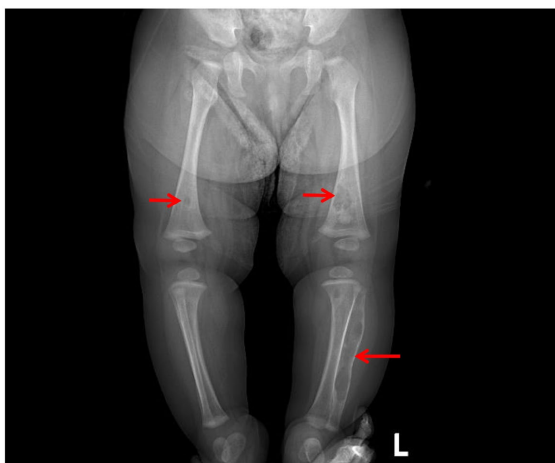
Dual lower extremities X-ray
